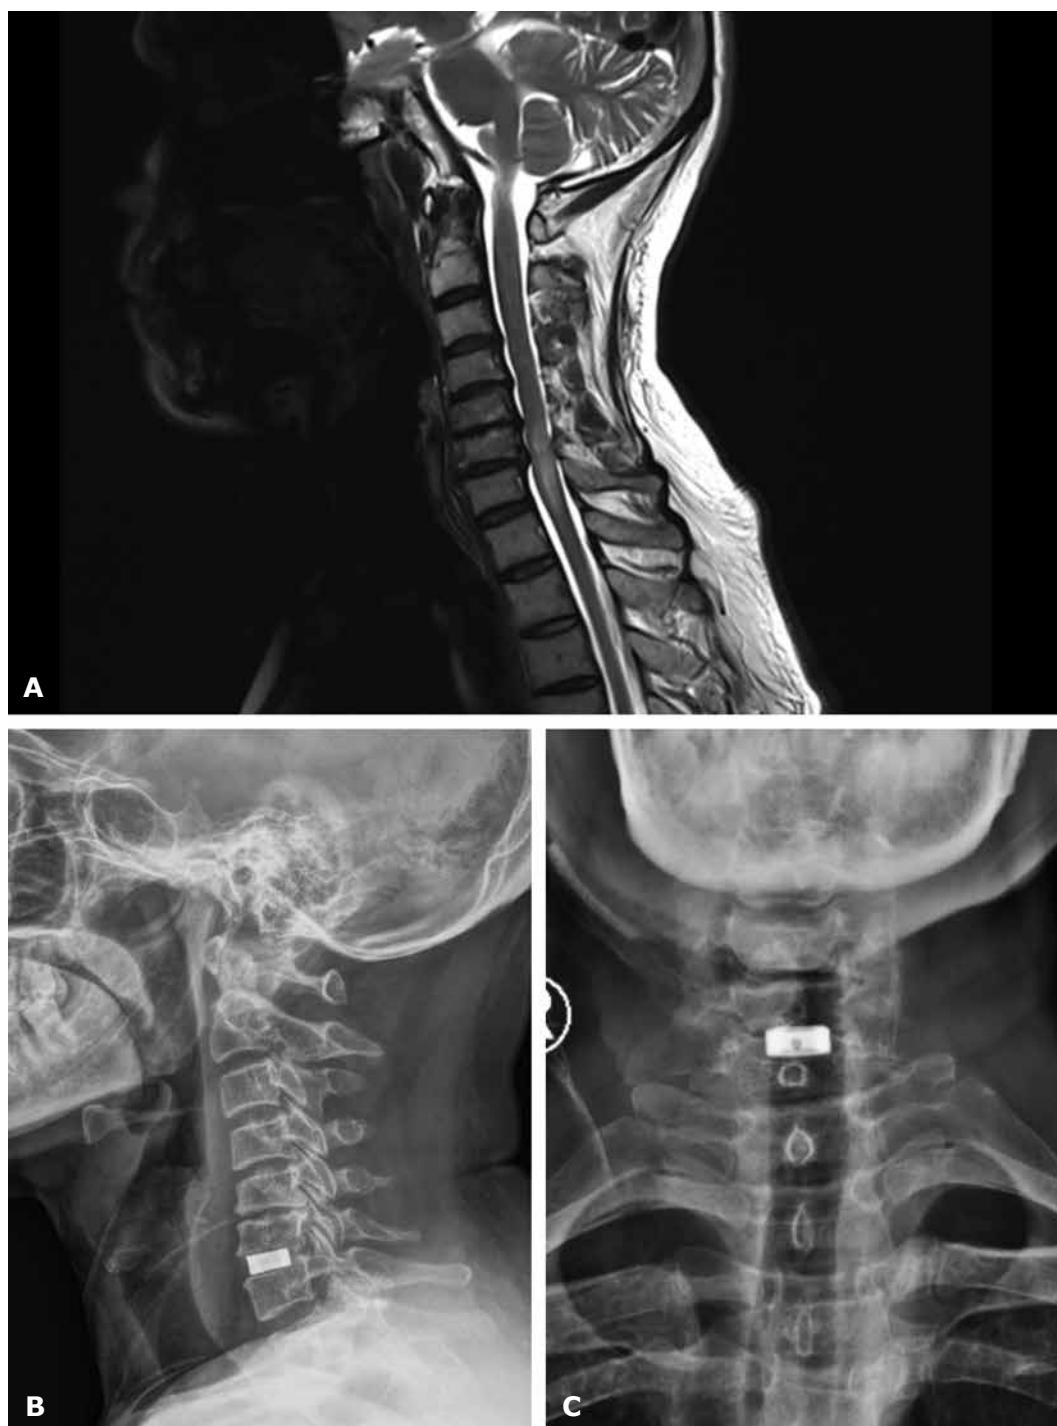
A - Preoperative magnetic resonance imaging study of the cervical spine (T2 weighted image, sagittal view) showing cervical compressive myelopathy with disc osteophyte complex; B - Postoperative radiographic imaging study of the cervical spine (sagittal view) showing the cage *in situ*; C - Postoperative radiographic imaging study of the cervical spine (coronal view) showing the cage *in situ*
